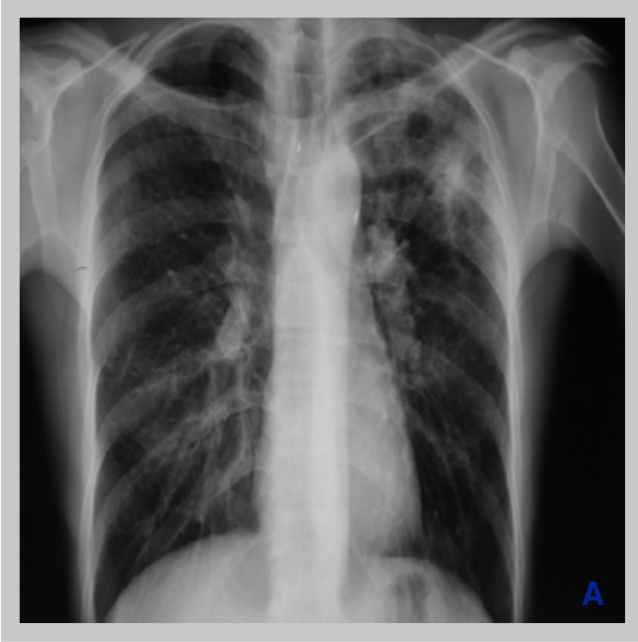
Mikroskobik polianjitis akciğer hemorajisi. PA akciğer grafisi. Solda daha belirgin olmak üzere her iki akciğerde yaygın hemoraji ile uyumlu yer yer alveolar paternde yoğunluk artım alanları mevcut.
